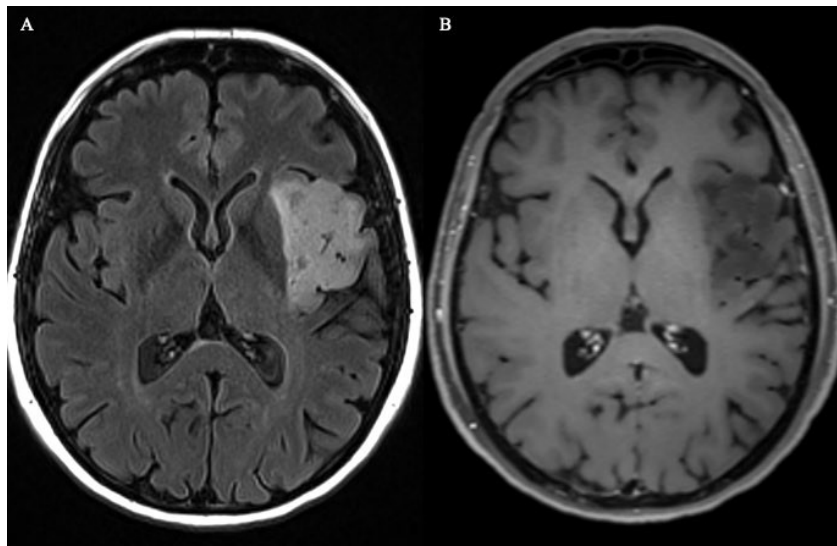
IRM du patient 12 : oligodendrogliome insulaire gauche grade OMS 2
